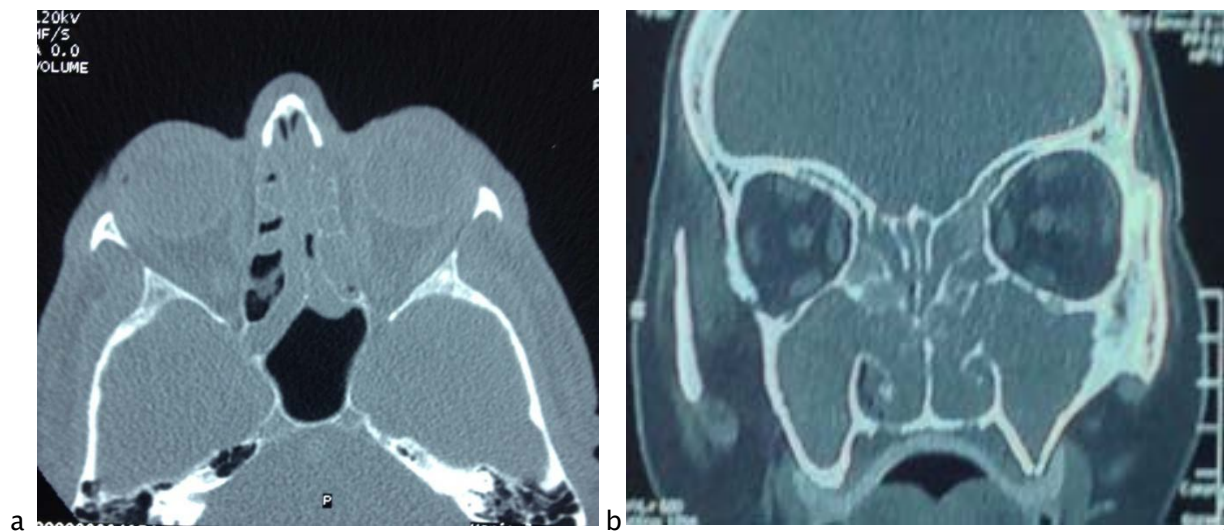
TDM du massif facial.
